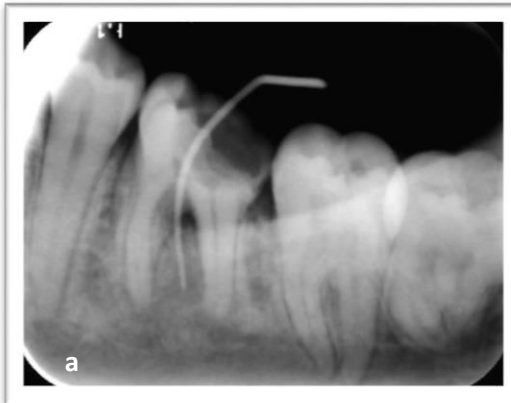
16 nolu dişe ait bukkal mukozada bulunan iltihap drenajlı sinüs yolunun diagnostik radyografisi (a), ağız içi görünümü (b)
